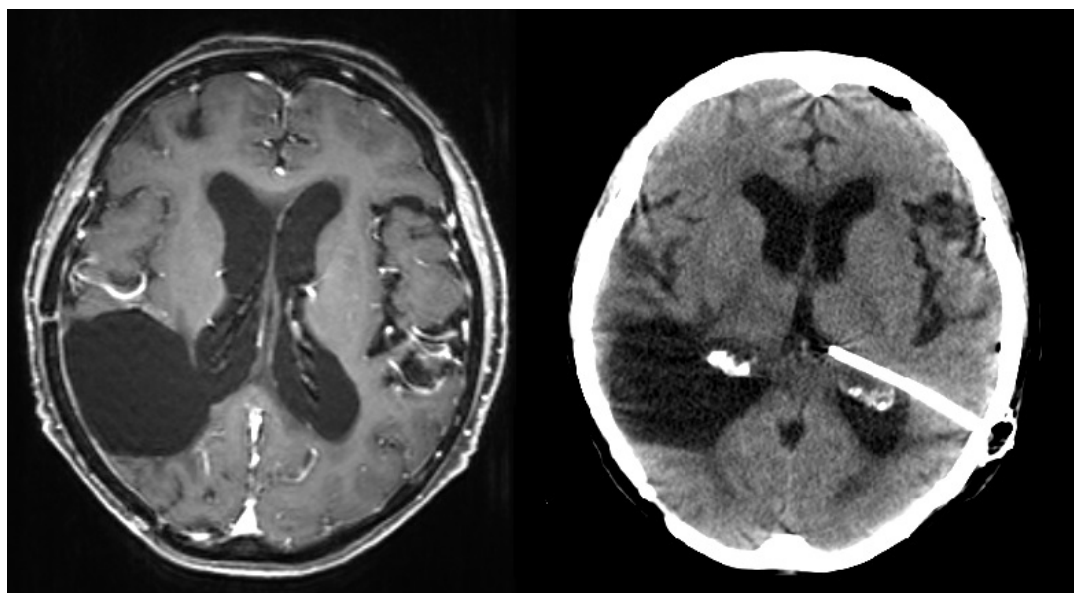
Клинический случай развития гидроцефалии у пациентки с перенесенным оперативным лечением и послеоперационной стереотаксической радиотерапией (в режиме гипофракционирования) по поводу метастаза правой теменной доли через 2,3 месяца: А — предоперационное МРТ головного мозга; Б — послеоперационное КТ головного мозга
